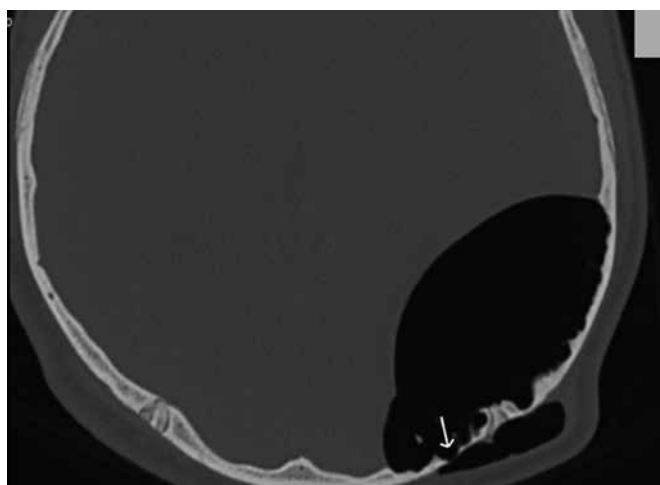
Компьютерная томография пациента с отогенным пневмоцеле до лечения (скан 2)
